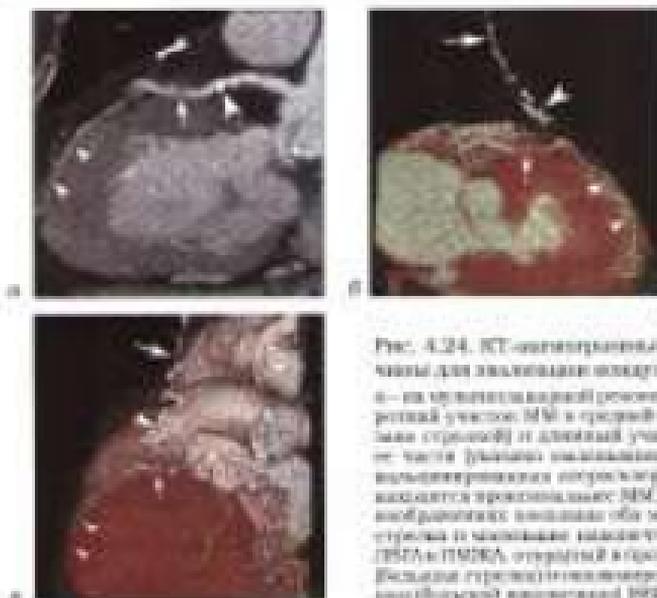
КТ-ангиограммы 69-летнего мужчины для локализации сокративого миокарда (ИМБ).
